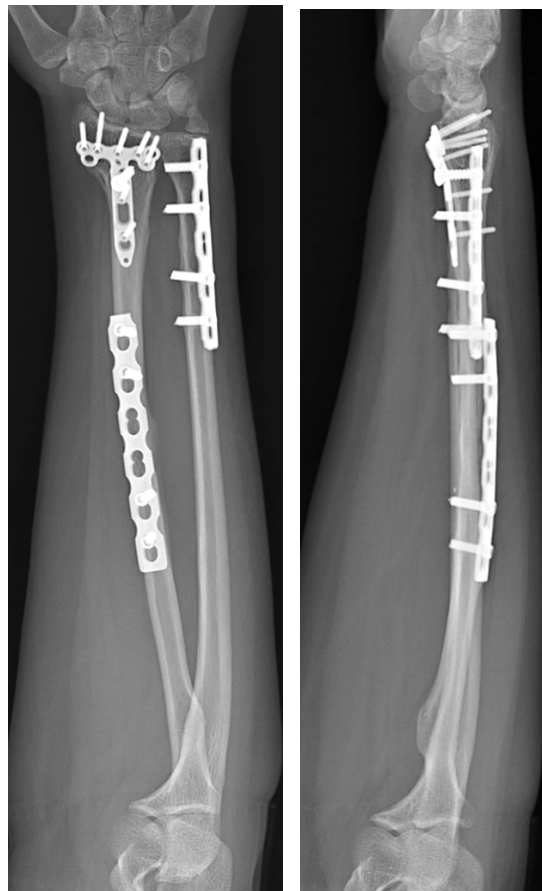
Пациентка Х., на рентгенограммах переломы срослись
